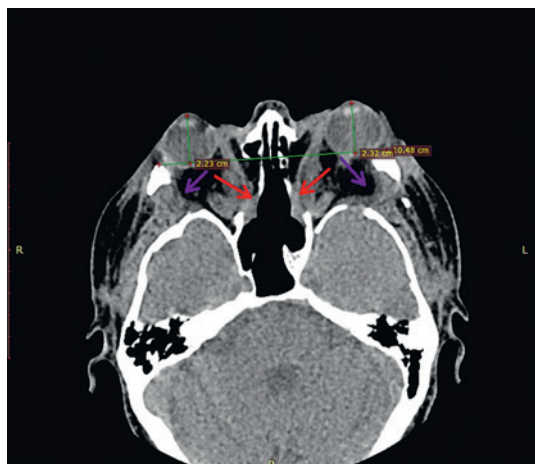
Послеоперационная КТ пациента Ф., 48 лет. Вторые сутки после операции
